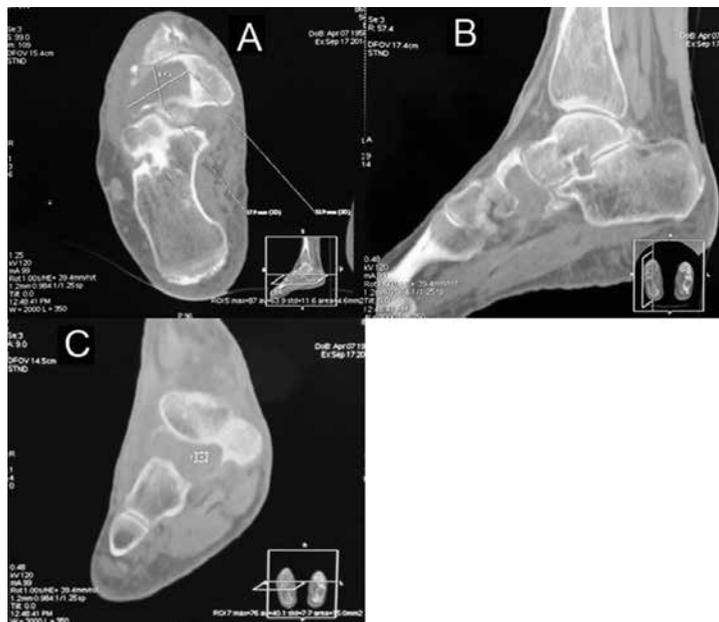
Осевая (А), сагиттальная (В), фронтальная (С) проекции трехмерного КТ. Определяется значительное разрушение ладьевидной кости, особенно по нижнему контуру – перфорация кортикальной пластинки. При этом опухоль распространилась на мягкие ткани. Не отмечается центральной оссификации или кальцинирования в области опухоли
